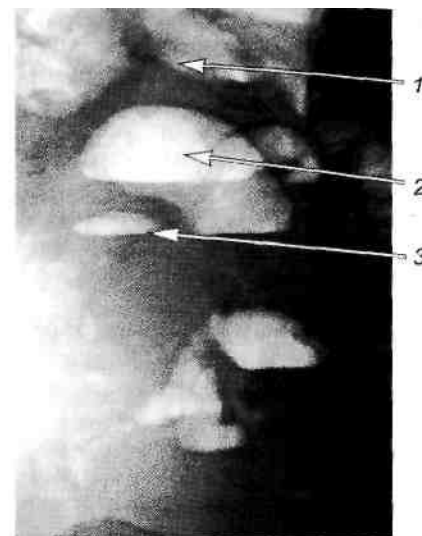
Рентгенологические признаки кишечной непроходимости.
